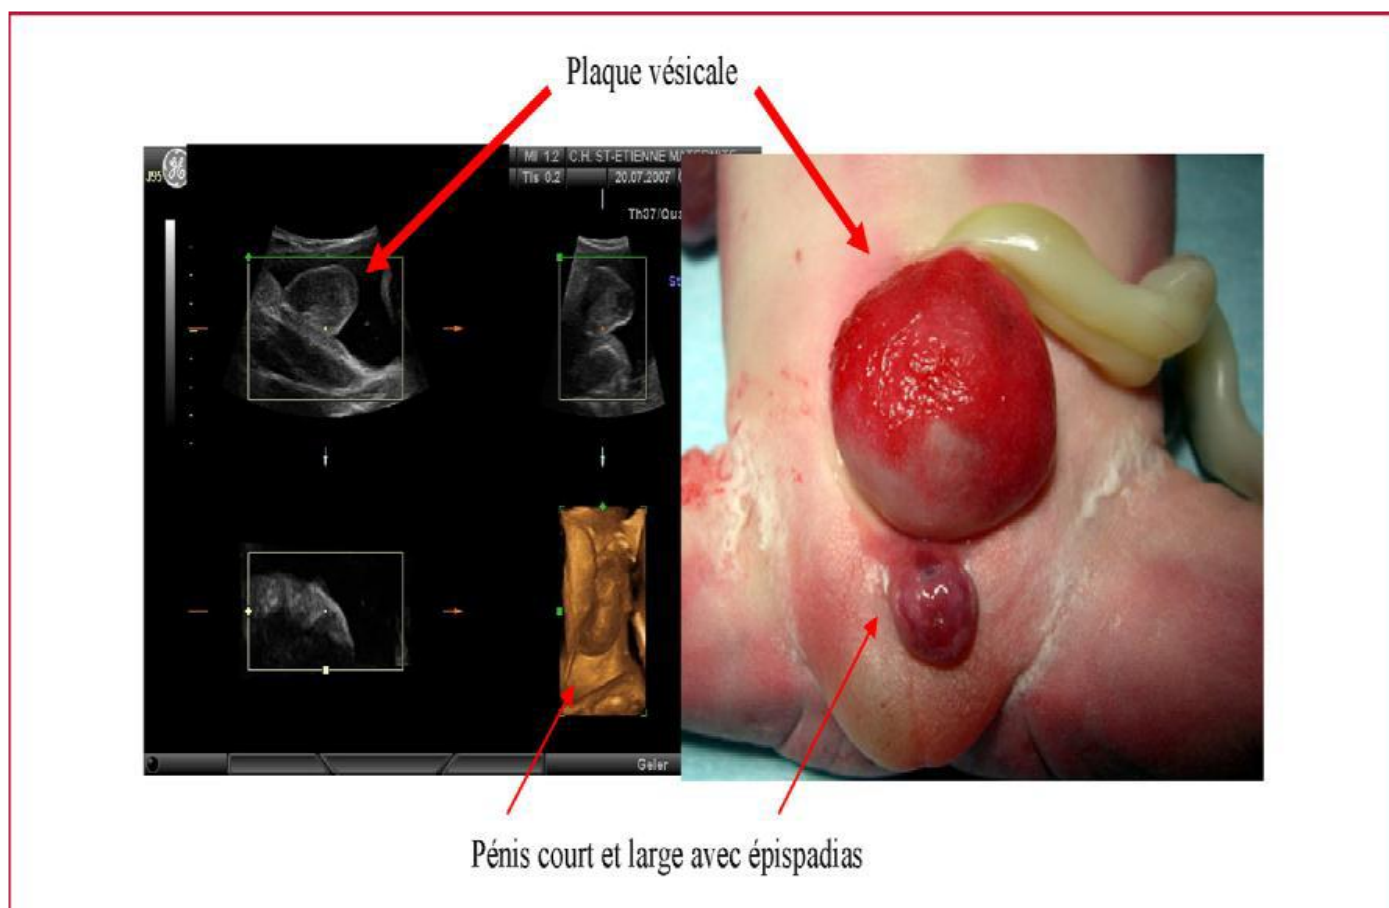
Plaque vésicale bourgeonnante et verge en échographie 3D puis lors de l'examen à la naissance.
